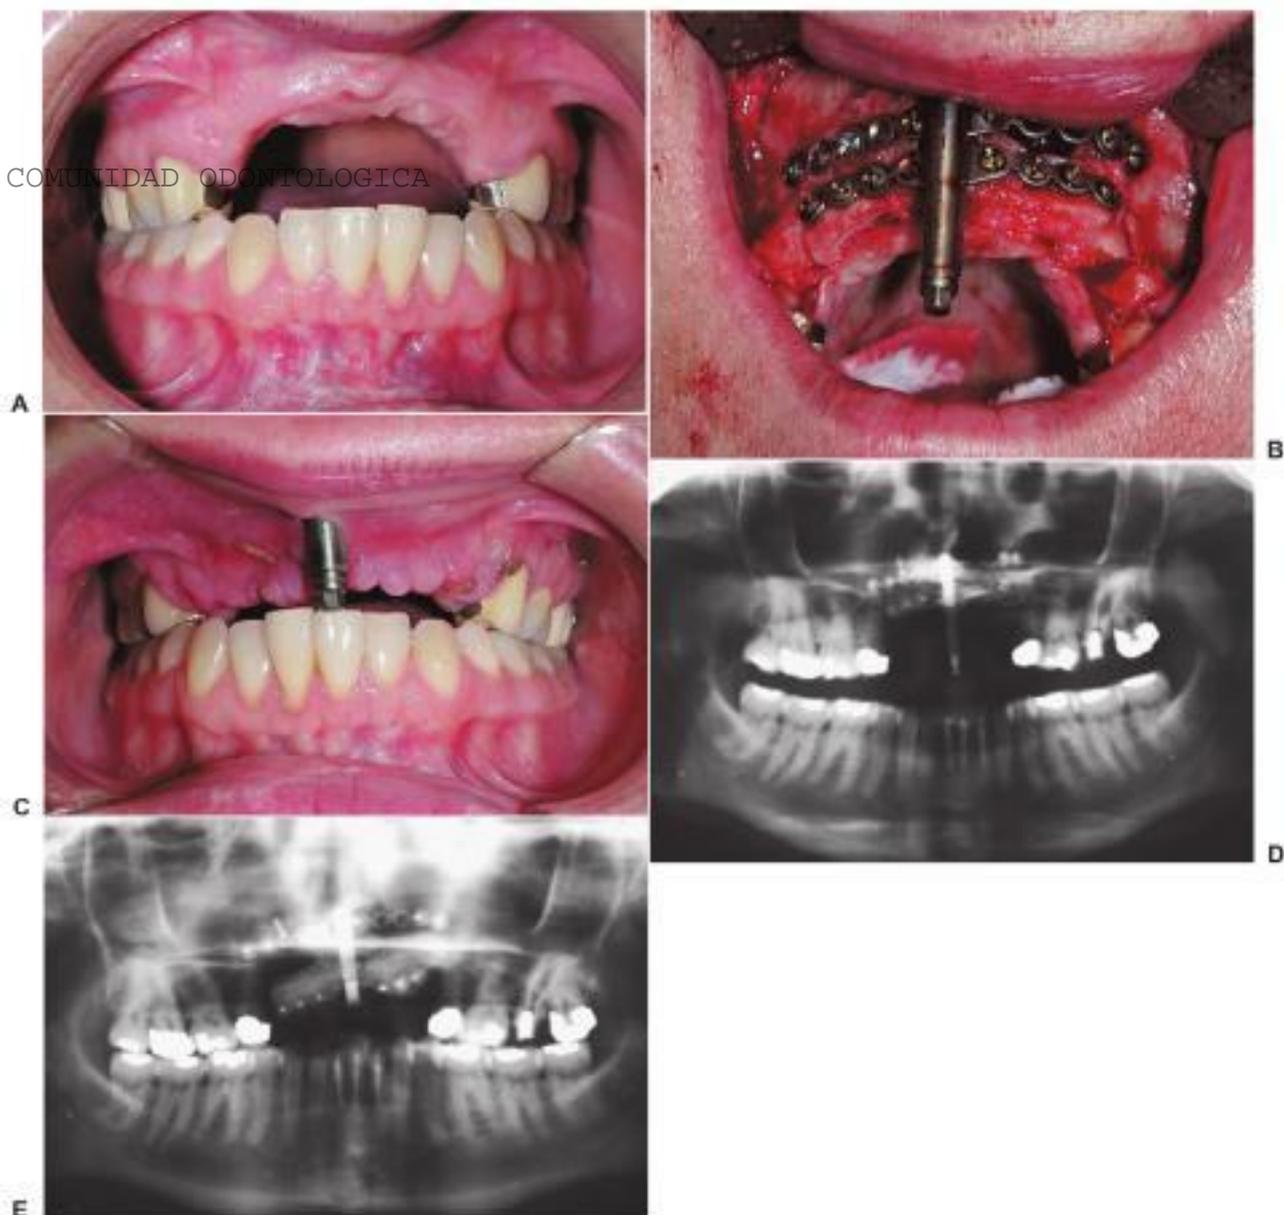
Osteogénesis por distracción alveolar. A, Deficiencia alveolar vertical pronunciada de la parte anterior del maxilar superior. B, Posicionamiento del distractor en el alveolo. C, Es evidente un mejor posicionamiento alveolar con distracción del segmento a las 2 semanas. D, Radiografía preoperatoria que ilustra la deficiencia alveolar vertical. E, Radiografía con posdistracción que indica una mejora de la altura alveolar.
